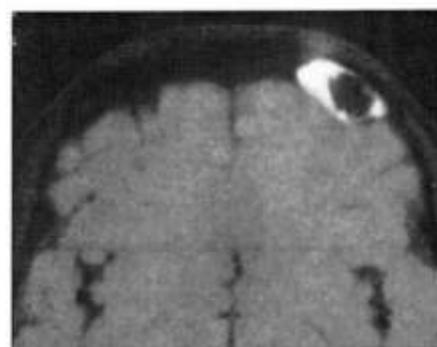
B. Resonancia Magnética. Corte coronal. C. Corte axial de imágenes en T1 con supresión de grasa.
